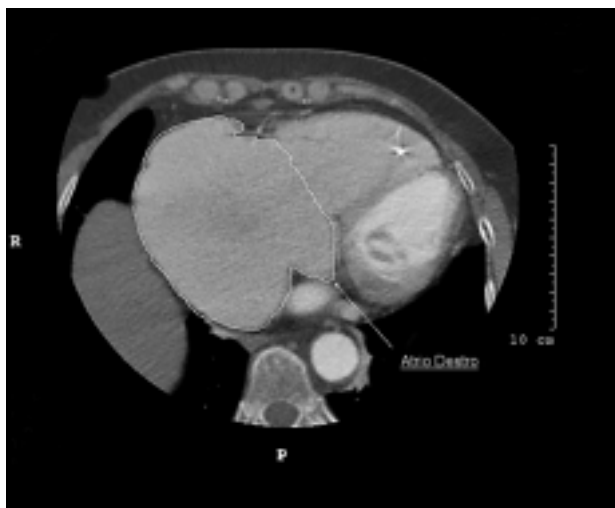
Immagine tomografica assiale computerizzata multidetettore, sezione trasversale, di donna affetta da paralisi atriale persistente, forma totale.
